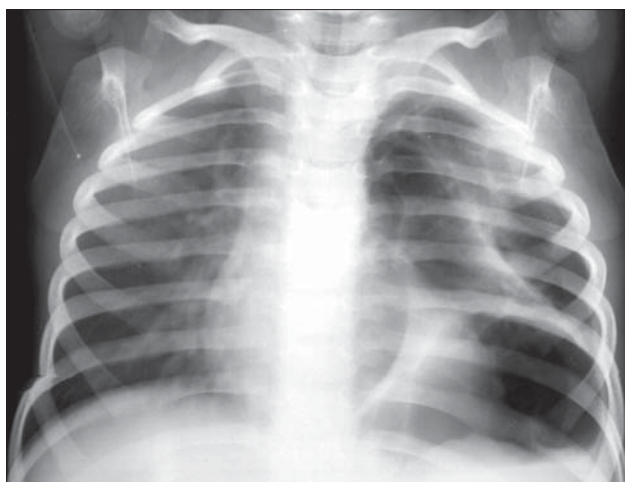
Pneumotorace. Radiografie toracică PA. Aderențe pleurale.
